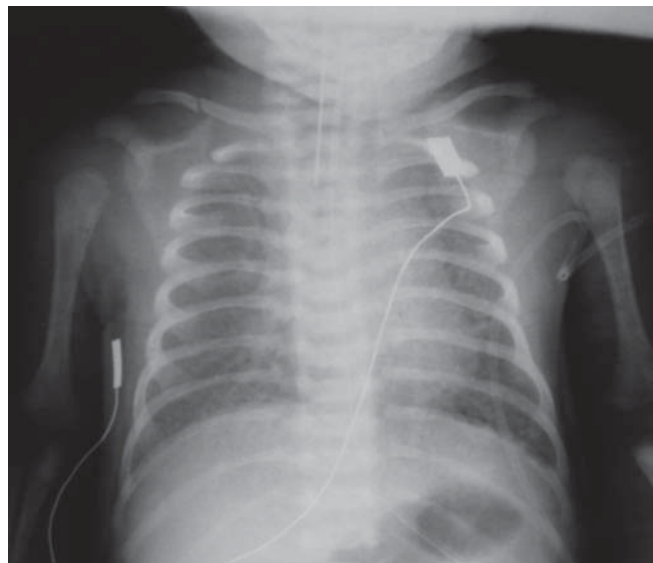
Radiografia de tórax: infiltrado difuso compatível com congestão pulmonar sem cardiomegalia.
